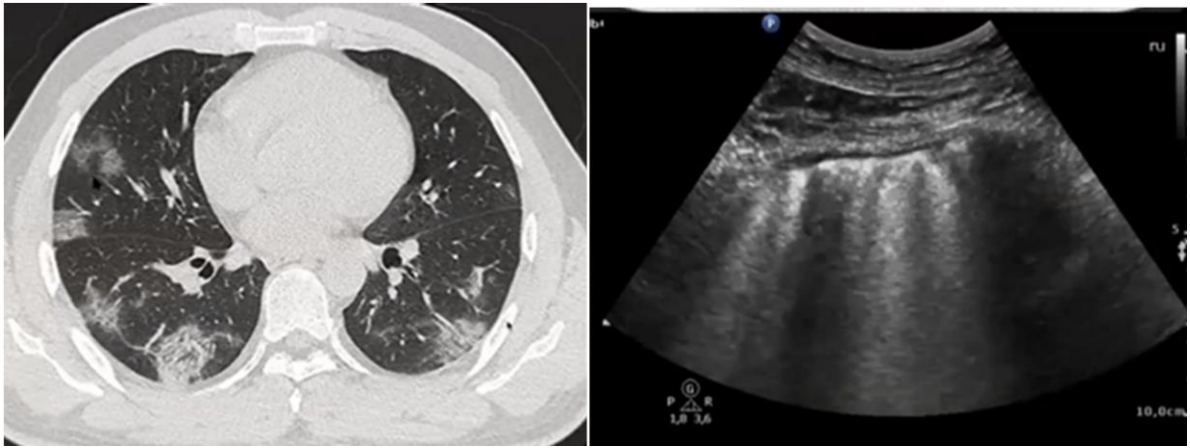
Интерстициальная пневмония: справа визуализация с использованием КТ, слева – визуализация с использованием ультразвука.
